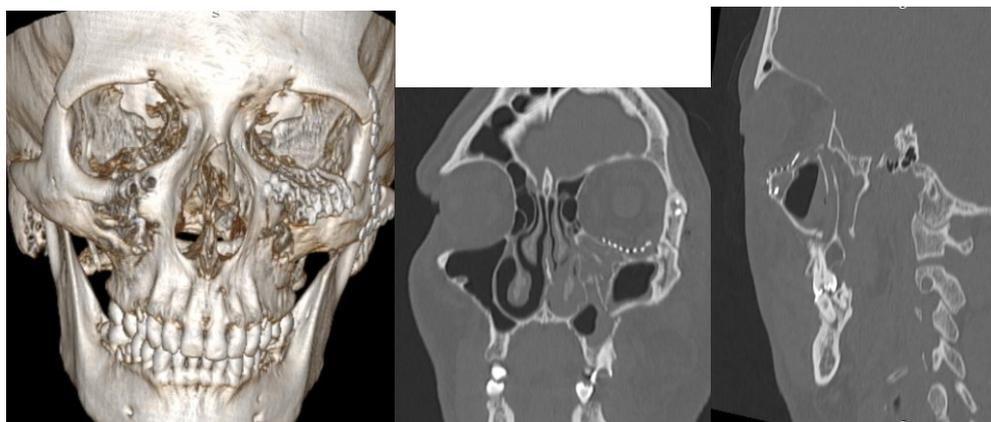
МСКТ пациента С., 35 лет, после оперативного лечения в прямой проекции; Рис. 24 то же – в боковой проекции
